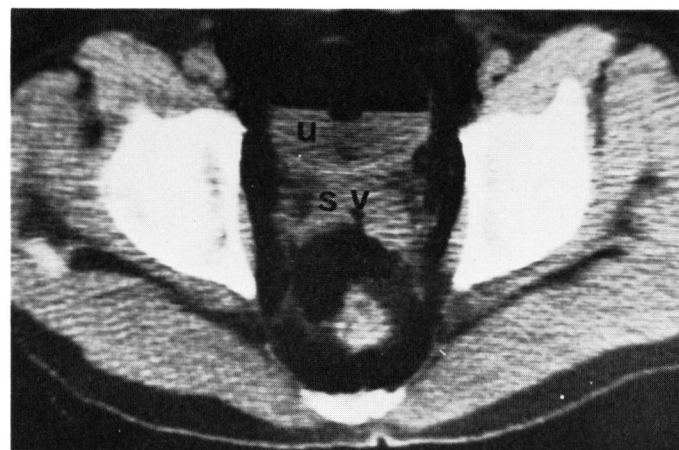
同症例の同部位での仰臥位気体注入CT像。検査中に貯留した尿(U)のため, 膀胱底部と精のう腺の境界が不鮮明である。精のう腺(SV)。
